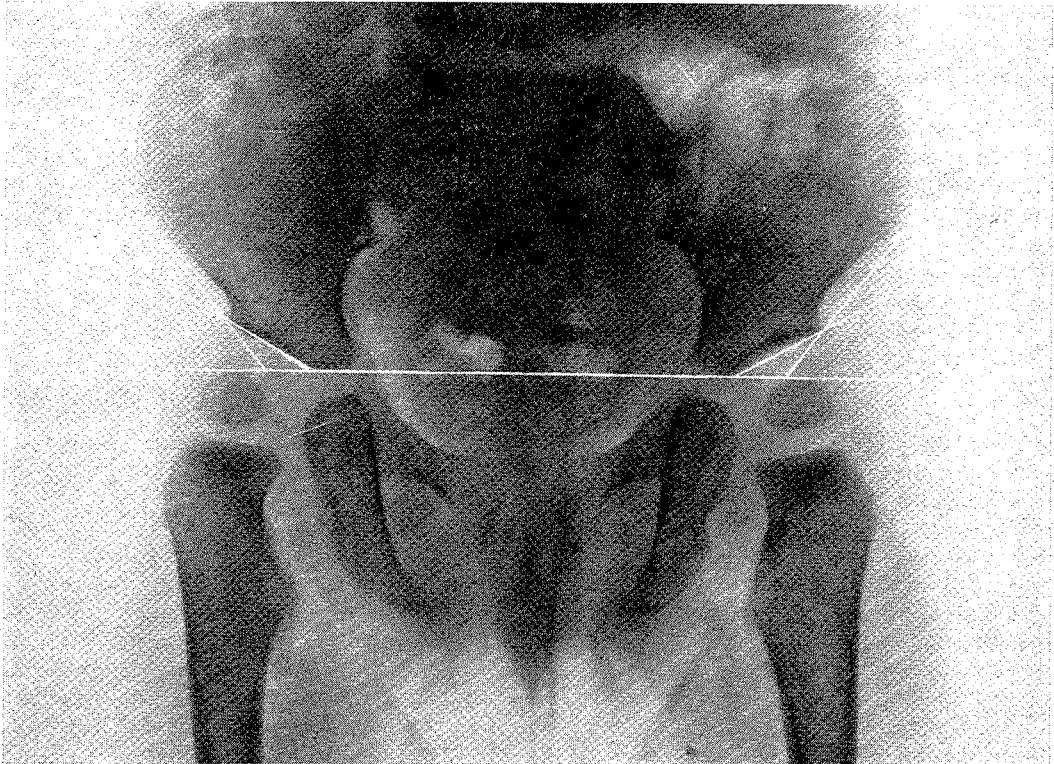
M. B. Zum Vergleich normal konfiguriertes Becken eines 10 Monate alten gesunden männlichen Säuglings. Iliumwinkel rechts 50° , links 52° . Azetabulumwinkel beiderseits 30° . Iliumindex 81° . Röntgenaufnahme: Prof. Dr. P. Kröcker, Chefarzt der Röntgen- und Radiumabteilung der Huyssens-Stiftung, Essen.
